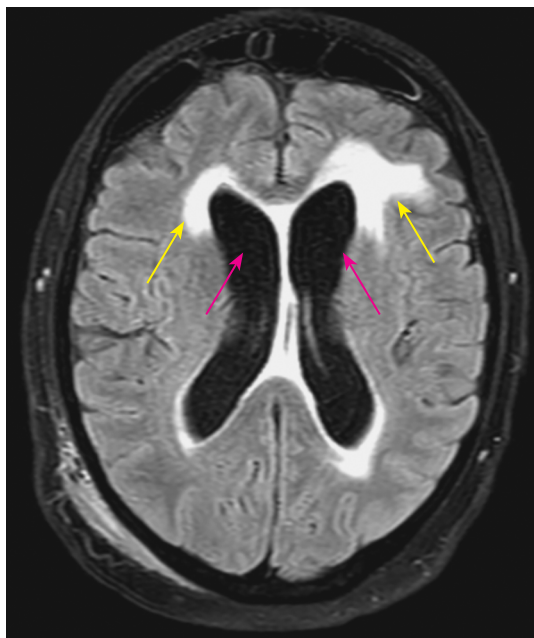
МРТ головного мозга пациентки (2023). T2-FLAIR, аксиальная плоскость. Желтые стрелки указывают на участки лейкоареоза, красные стрелки указывают на расширенные боковые желудочки (иллюстрация авторов)
